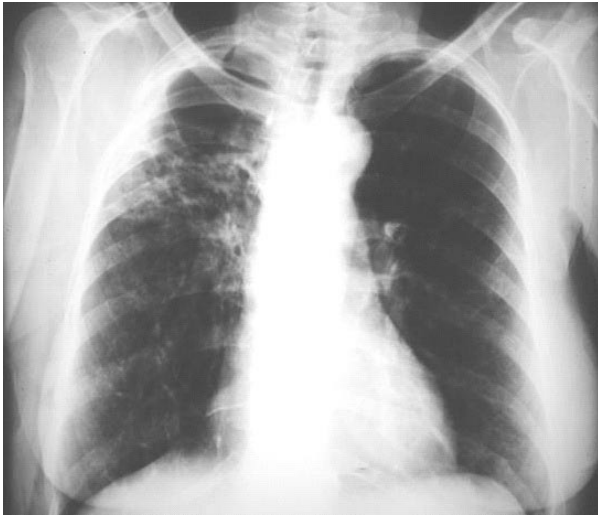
Radiografia no oitavo dia de pós-operatório. Notar a cavidade vazia e a costectomia parcial do terceiro arco costal.
